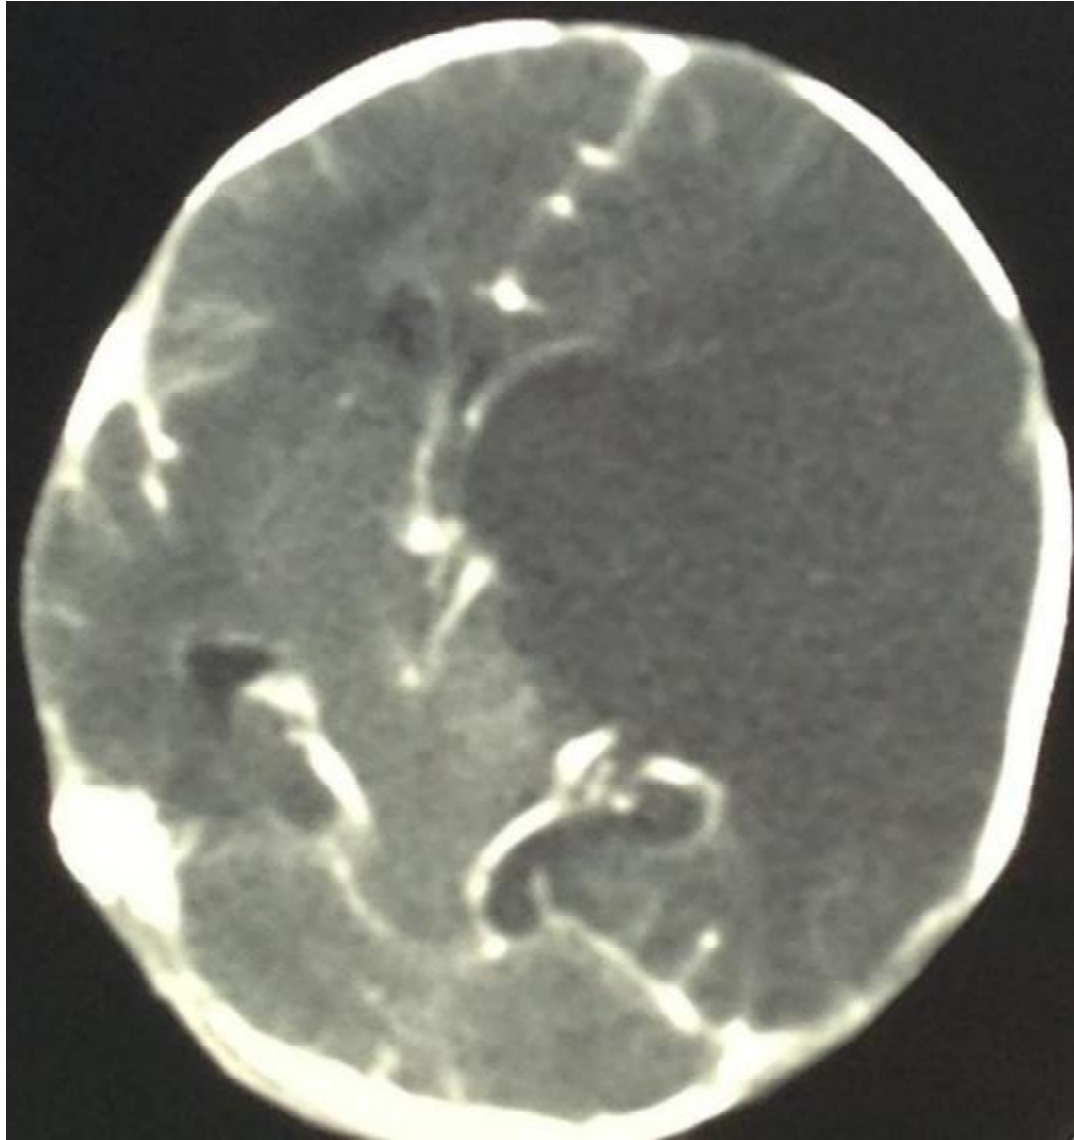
TDM cérébrale injectée montrant une plage ischémique sus tentorielle gauche étendue avec signes d'engagement sous falcoriel temporal
